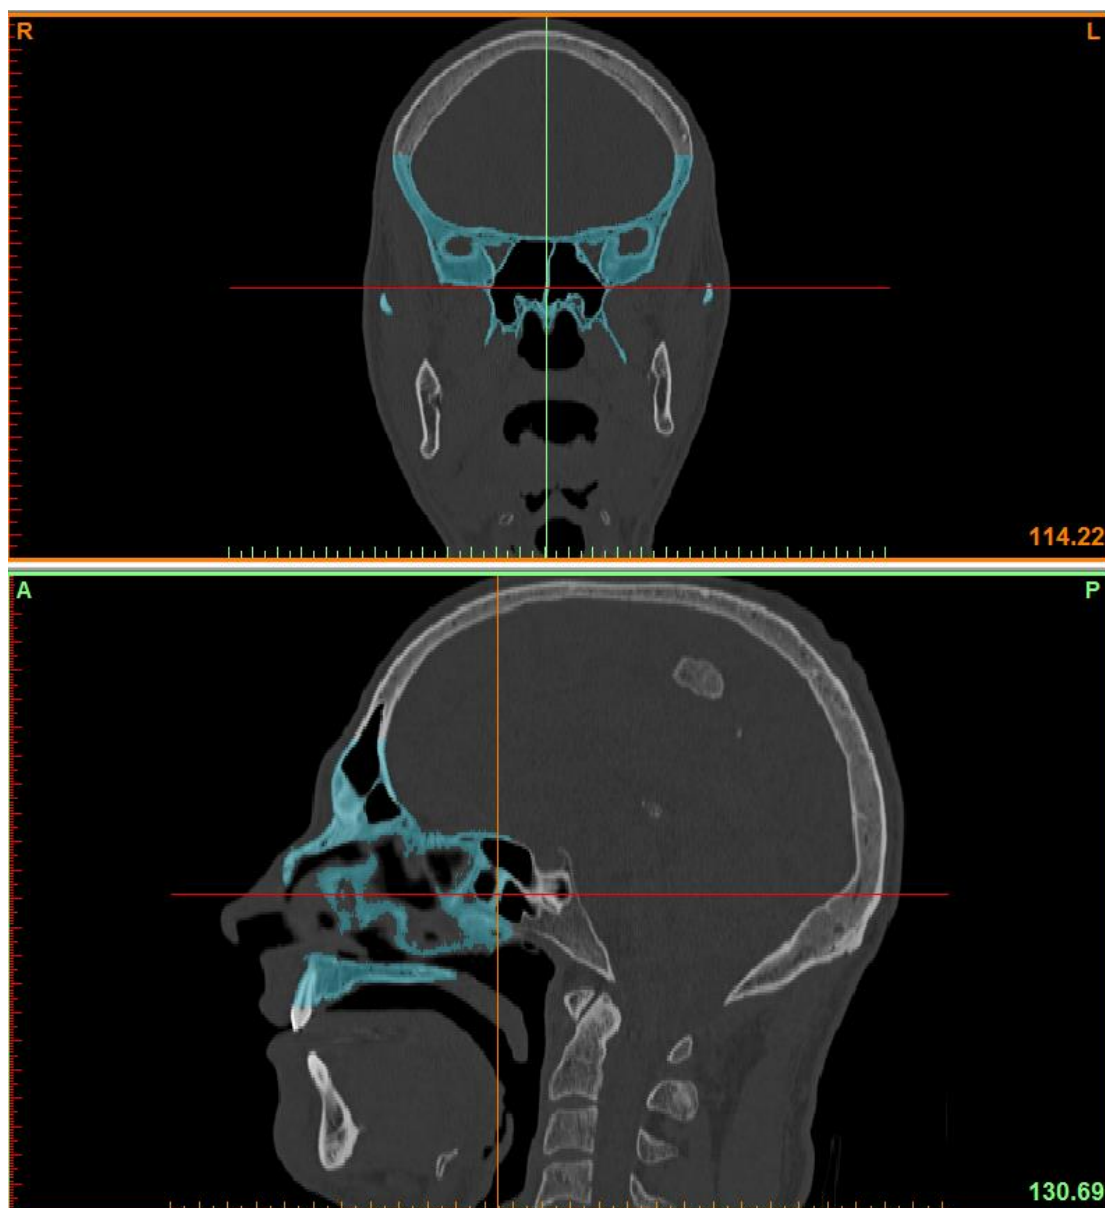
Ділянка сегментації КСЗО у заданому діапазоні рентгенологічної щільності.
